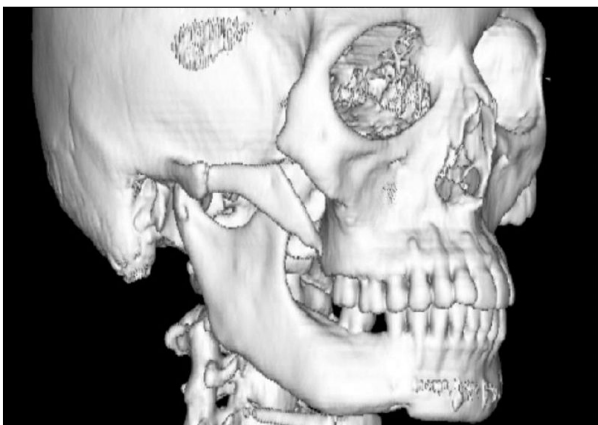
A three-dimensional CT scan showing non-union of the malar bone after malarplasty.
